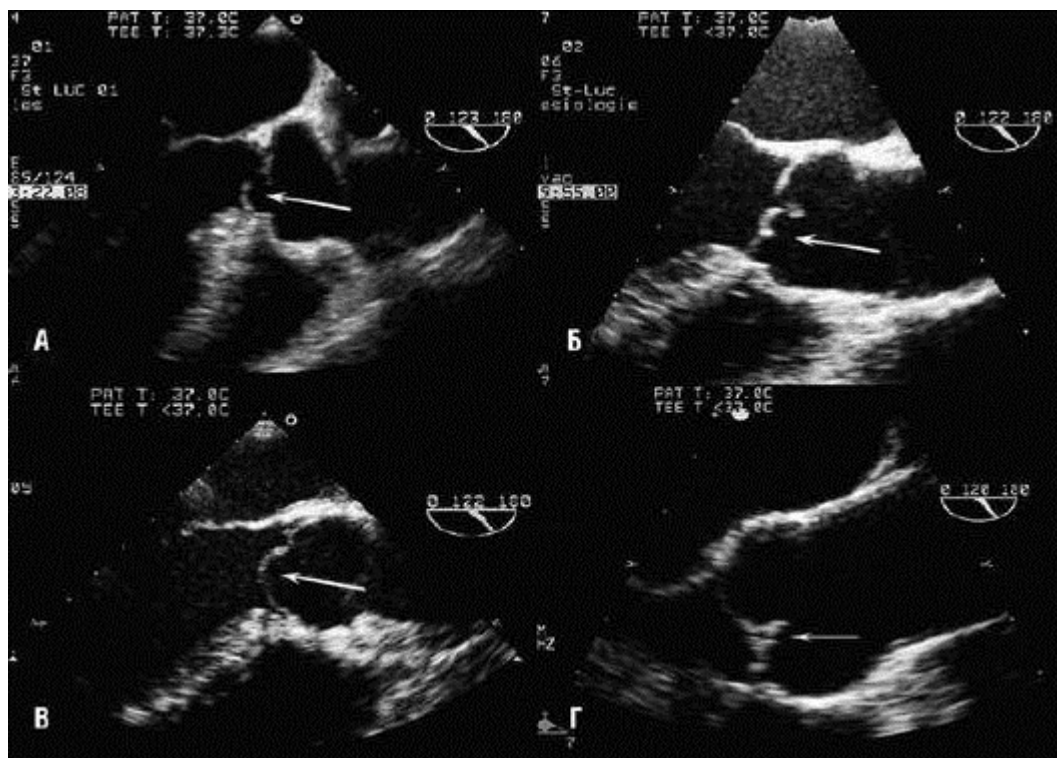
Эхокардиографический функциональный анализ аортальной недостаточности. Характерные признаки повреждений II типа при аортальной недостаточности: избыточная подвижность передней створки (А); частичный пролапс створки с провисанием ее средней части (Б); полный пролапс створки (В); фенестрация свободного края (Г). Изменено (с разрешения): Le Polain de Waroux J.B., Pouleur A.C., Goffinet C. et al. Functional anatomy of aortic regurgitation. Accuracy, prediction of surgical repairability, and outcome implications of transesophageal echocardiography // *Circulation*. - 2007. - N. 116. - P. 1264-1269.
